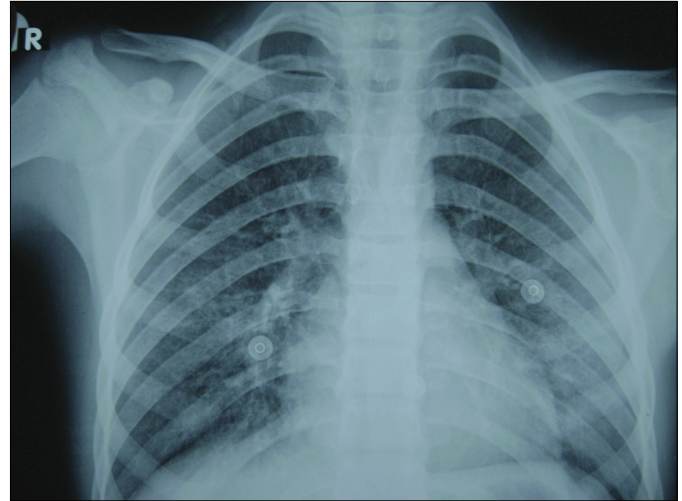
Olgunun birinci gün akciğer grafisinde yaygın nodüler görünüm
